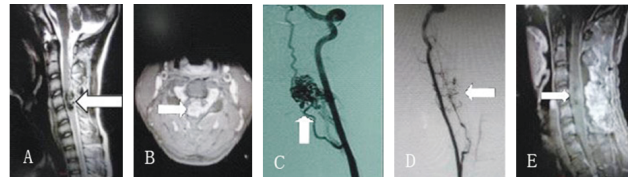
图 A、B 箭头所示分别为术前畸形血管团的矢状位 MRI 平扫及轴位 MRI 增强扫描;图 C 箭头所示:术前脊髓血管造影呈现巢灶型浓聚,可见供血血管和引流静脉;图 D:显微手术切除后 DSA 检查示畸形血管团消失;图 E:术后 MRI 增强扫描示病灶全切。
